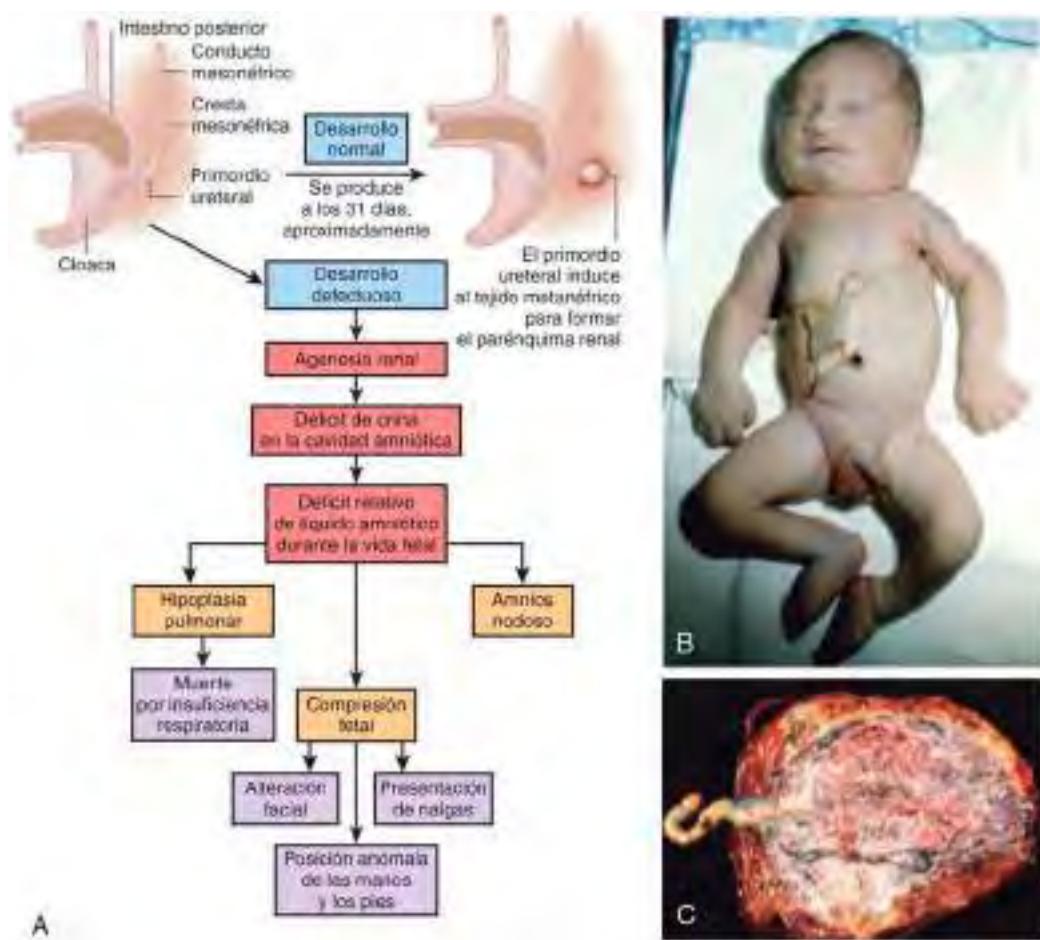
Deformaciones causadas por compresión uterina. (De Kliegman RM, Jenson HB, Marcante KJ, et al, editores: Nelson essentials of pediatrics, ed 5, Philadelphia, 2005, Saunders.)
